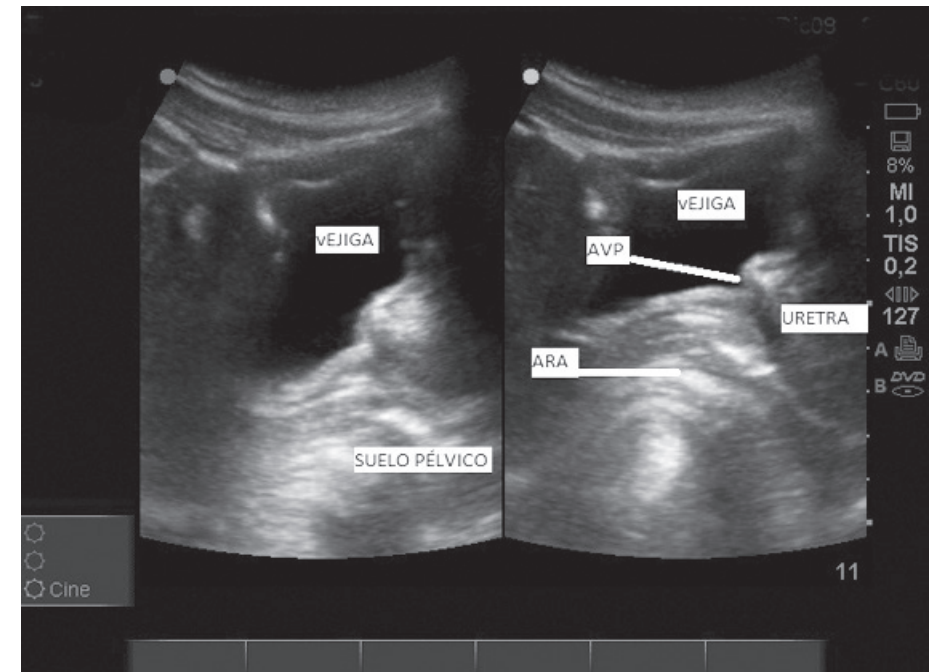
Imagen de una ecografía transabdominal sagital dual. (Imagen de la izquierda: suelo pélvico en reposo, imagen de la derecha: suelo pélvico en contracción. ARA=Ángulo Anorrectal, AVP=Ángulo Vesical Posterior).
